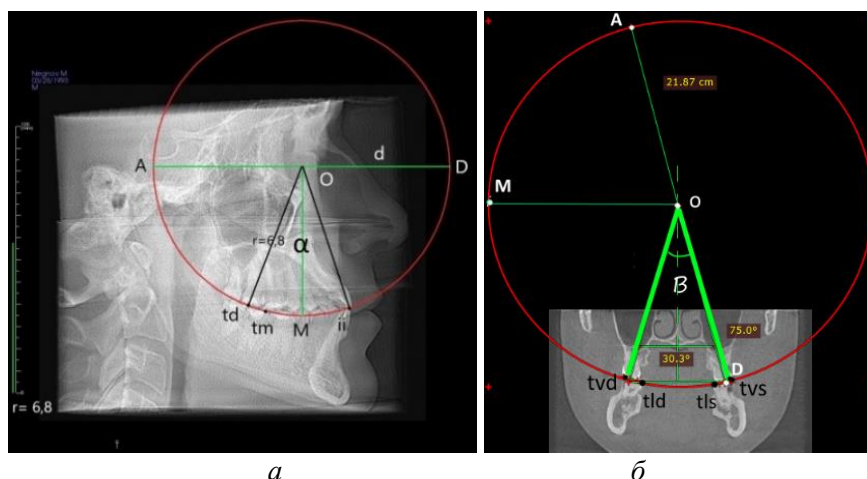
Методика определения положения зубов в пространстве окклюзионной сферы на компьютерной томограмме головы: *a* – в боковой проекции – угол α ; *б* – в аксиальной проекции – угол β
